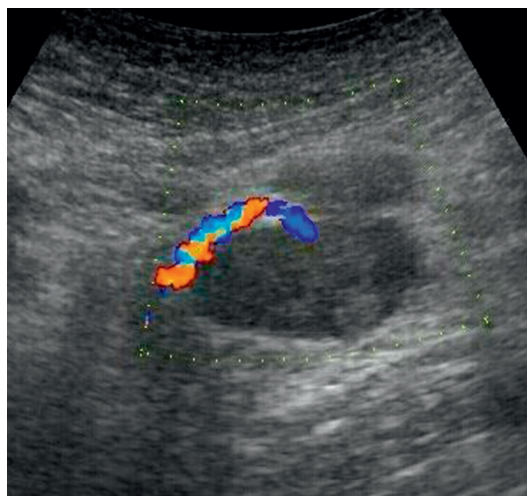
Two views of a hypoechoic mass (4 cm) in the mesentery of a 32-year-old patient with the body mass of 122 kg as the only ultrasound sign of a carcinoid tumor in the ileum
